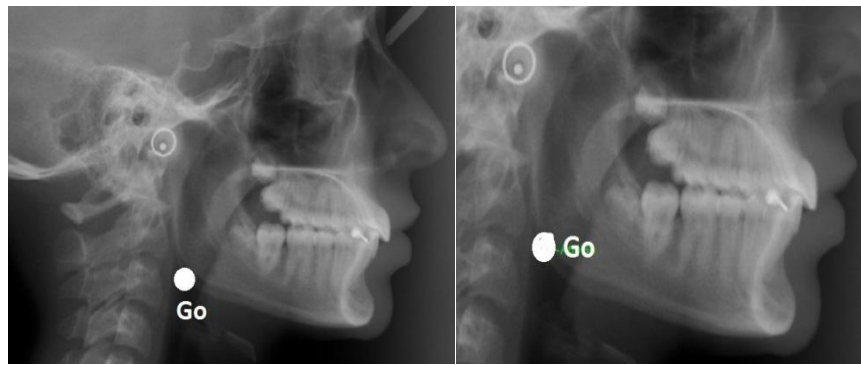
Gonion - aspect radiografic
